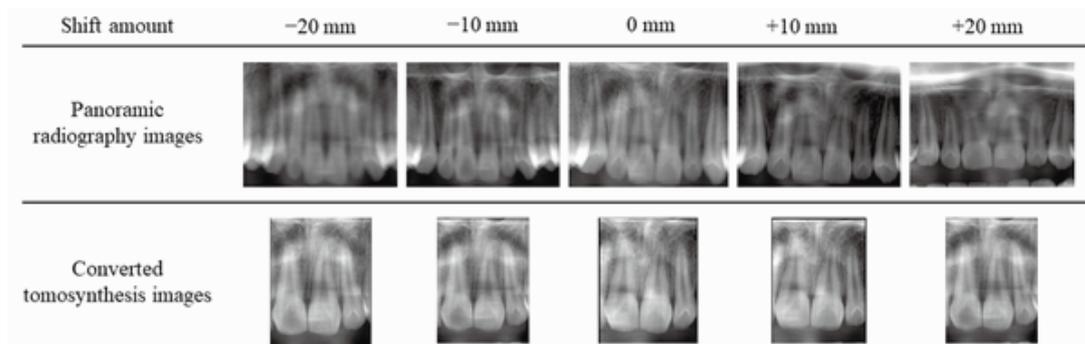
A typical images of panoramic radiography and converted by tomosynthesis
